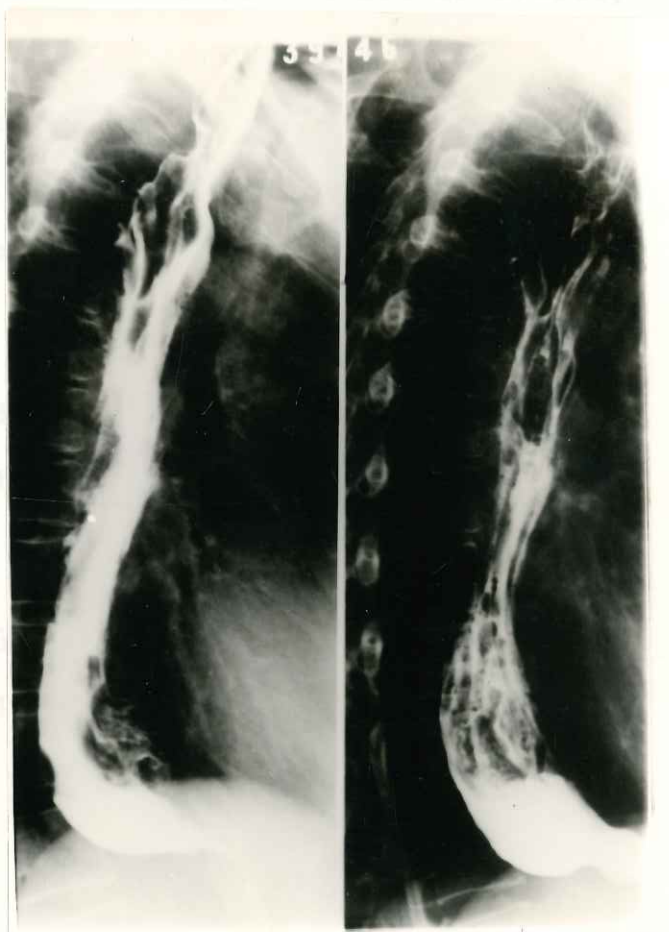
Obs. 3 - Radiografia pós-operatória contrastada mostrando coto esofágico de calibre discretamente aumentado, boca anastomótica ampla e estômago alongado, em situação mediastinal, com pregas mucosas de disposição longitudinal.
